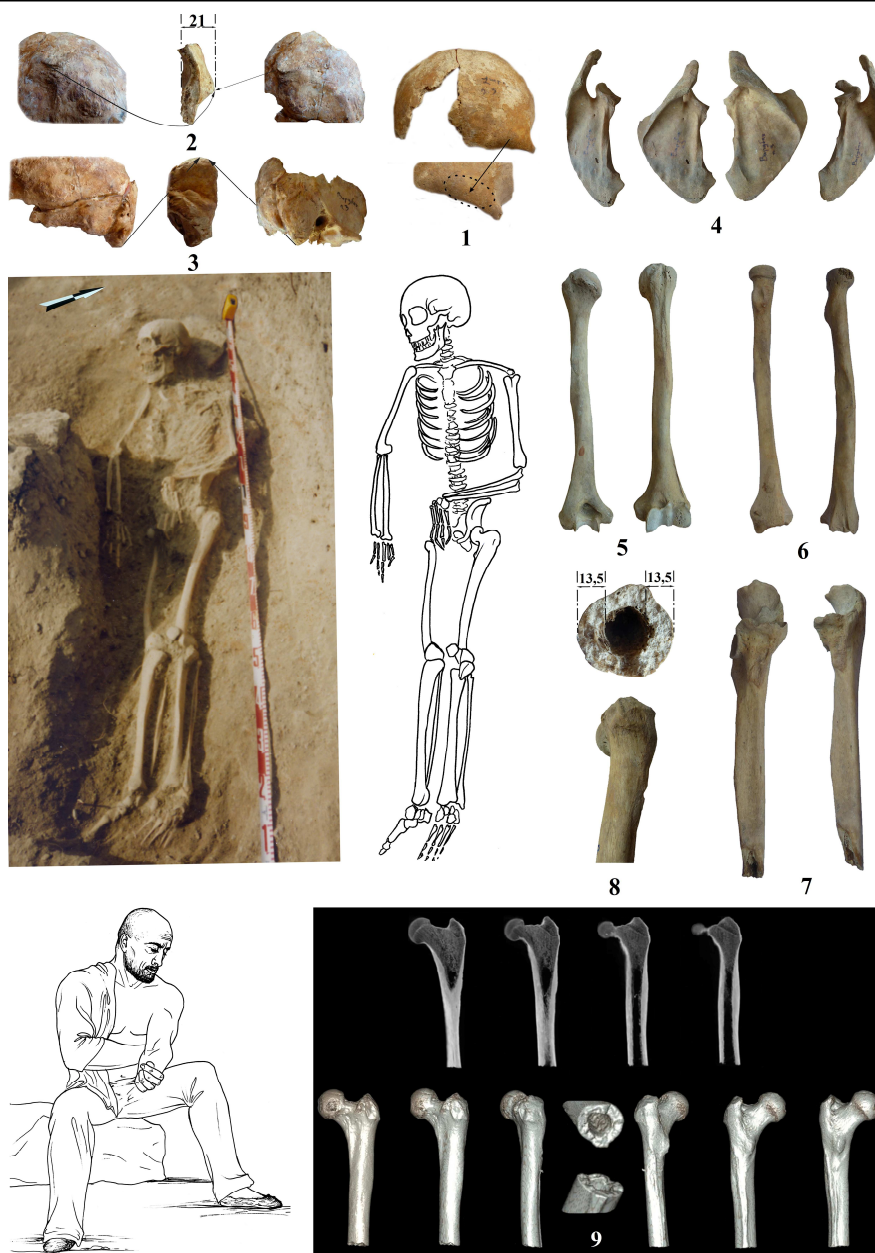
Развитие рельефа черепа и посткраниального скелета, компьютерная томография фрагмента левого бедра (3D-изображение) (Вардбах, пог. 3)
